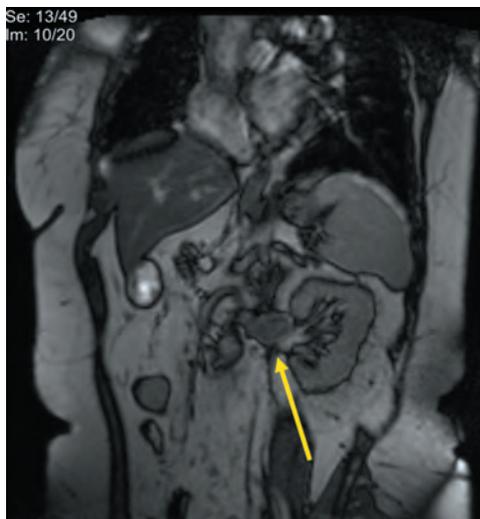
Пациентка 2: магнитно-резонансная томограмма брюшинного пространства (1,5 Тл)
